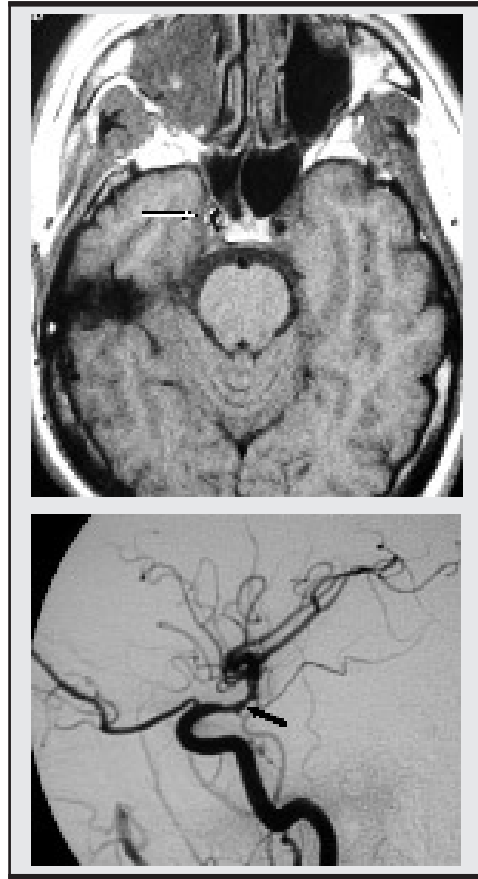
Disección carotídea intracraneana. a) RM Eco de espín T1 Hematoma que rodea la carótida interna derecha (flecha blanca). b) Angiografía digital cerebral, Segmento estrecho de la carótida interna supraclinoidea flecha negra.*
